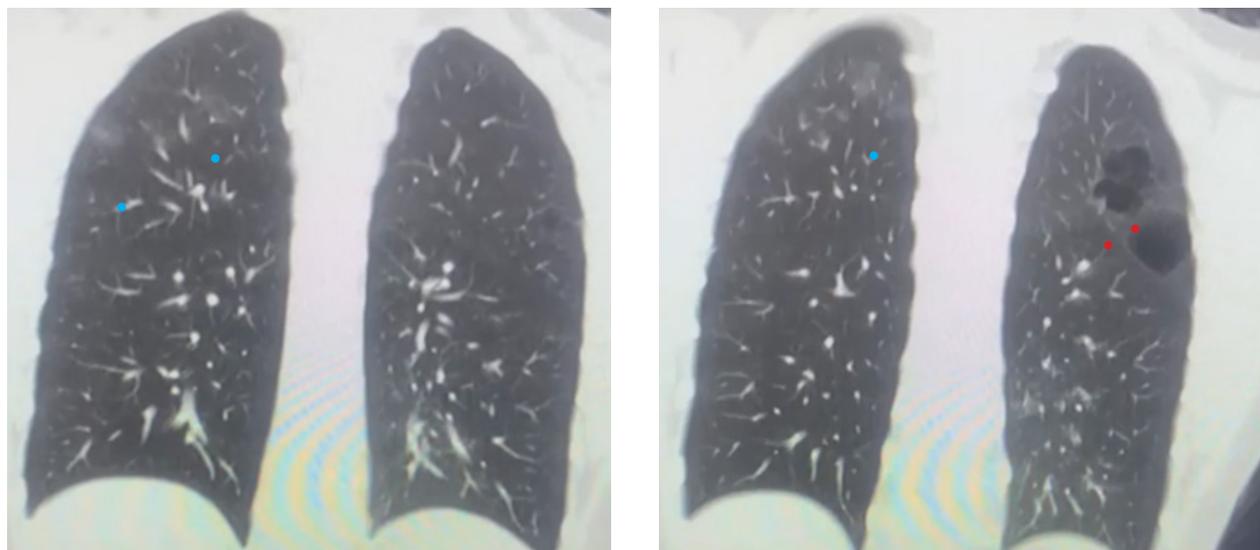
Tomografía pulmonar que muestra infiltrados alveolares múltiples (celestes), aumento de trama reticulonodular y quistes de pared delgada (rojo)
